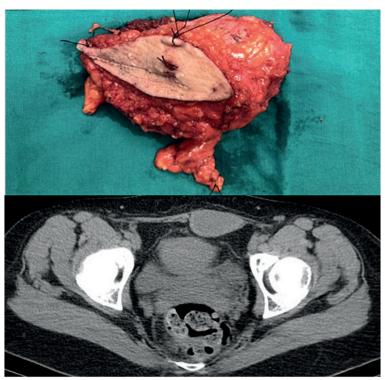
Caso clínico 1, femenina de 22 años, en la parte superior se observa la masa resecada, en la parte inferior se presenta la resonancia. Fuente: Hospital Miguel Servet, Servicio de cirugía general.
